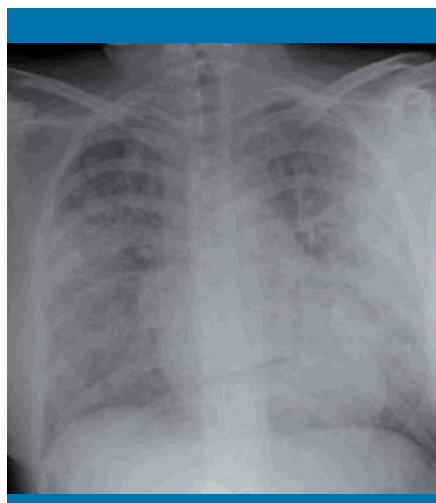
Radiografía de tórax: exudados algodonosos bilaterales
